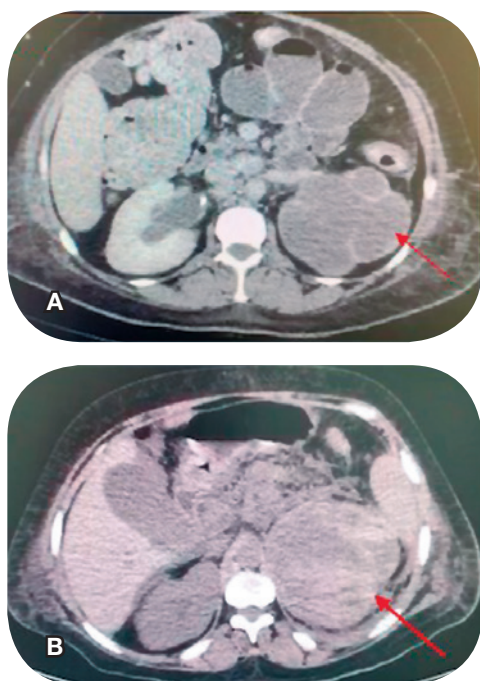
A) Tomografia de abdome em corte axial demonstrando aspecto prévio de rim aproximadamente sete dias antes do evento. B) Acentuado aumento do tamanho do rim esquerdo que mede 21 x 10cm, com sinal heterogêneo, de aspecto sólido e cístico (hemorragia?/massa?) (seta).
